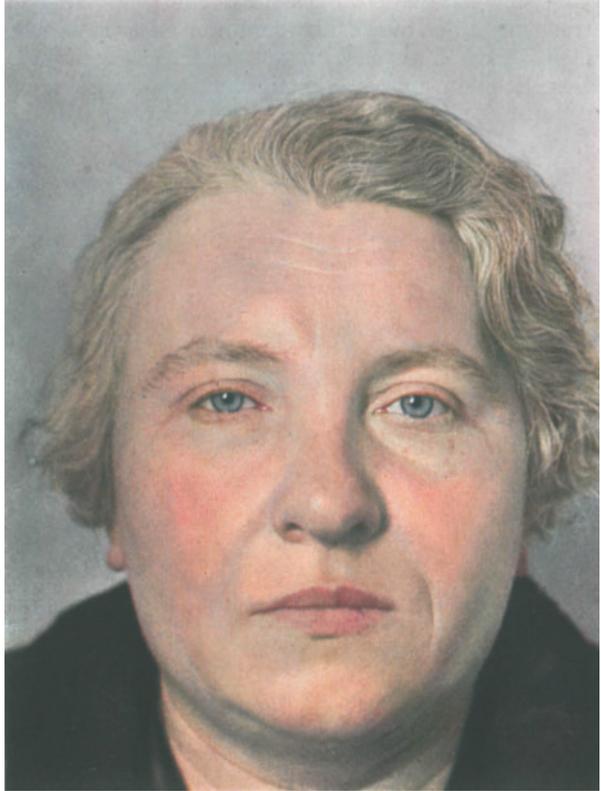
Fall der Abb. 50. Geheilt nach einer Röntgenbestrahlung filterlos, $1\frac{1}{2}$ cm Tubus, eine Voldosis. (Bestrahlt im Röntg.-Rad. Inst. d. Chir. Univ. Klinikums Berlin, Dr. HINZKE.)
